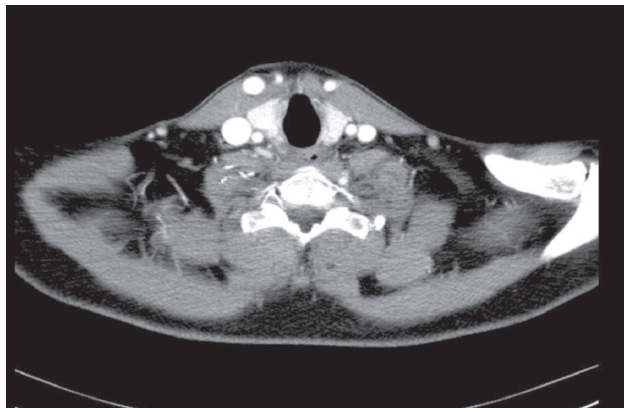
СКТ шеи и органов грудной полости.
